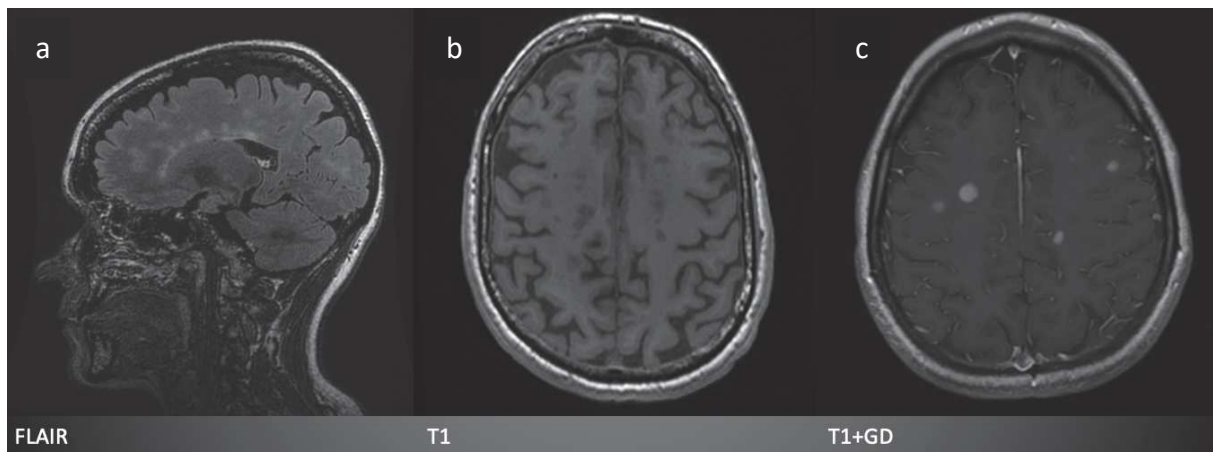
IRM conventionnelle dans la SEP / séquences pondérées FLAIR (a), T1 (b) et T1 après injection de produit de contraste gadoliné (c)
